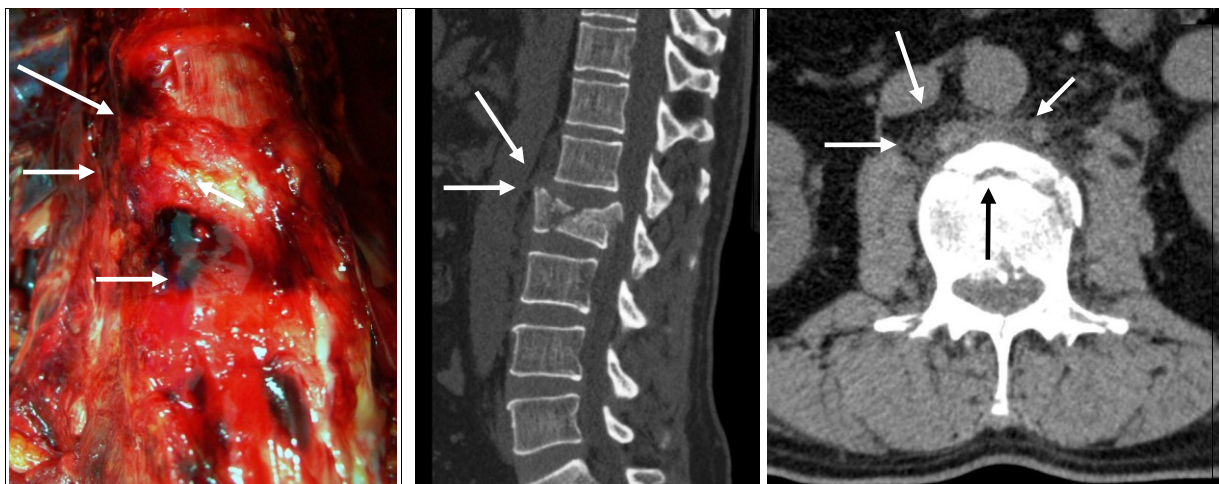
Foto, TC a coloanei vertebrale: fractura vertebrei cu HRP.
